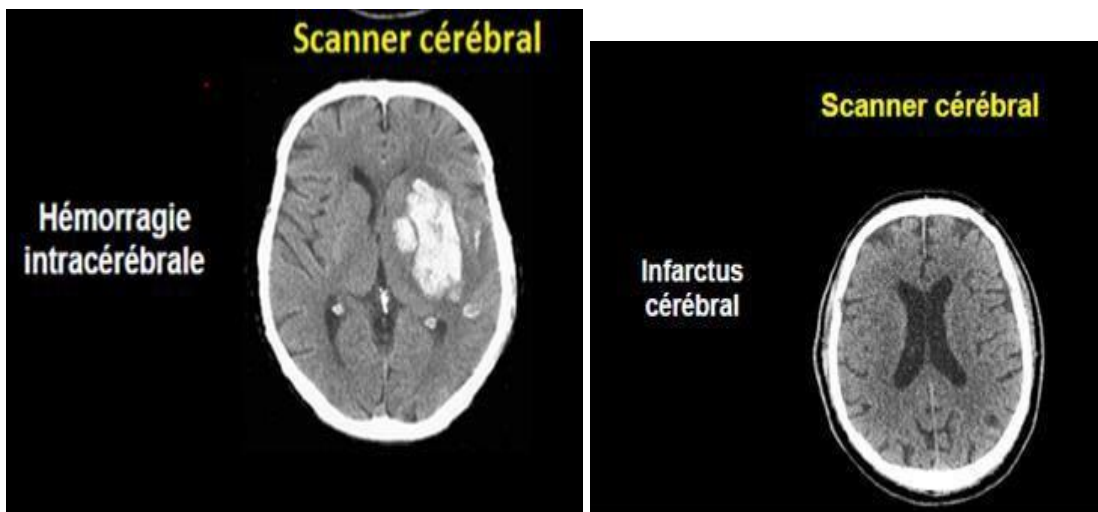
IRM cérébrale d'un accident vasculaire cérébral [110].
